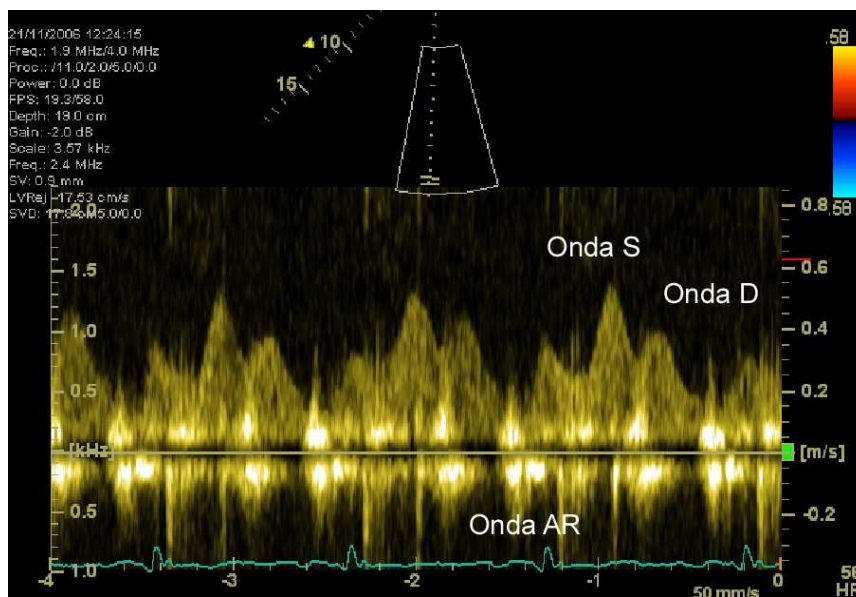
Ejemplo de Doppler pulsado del flujo de venas pulmonares. Se distinguen las ondas sistólica (S), diastólica (D) y la onda auricular reversa (AR). Ocasionalmente la onda S es bifásica. A medida que se modifica el patrón de llenado transmitral, también lo hace el patrón del flujo de venas pulmonares.
